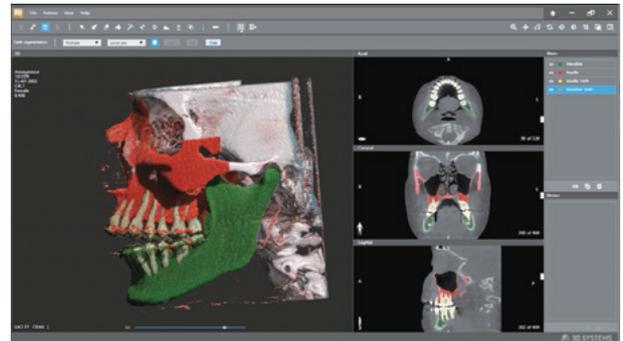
医療用CT対応DICOMコンバーター D2P
